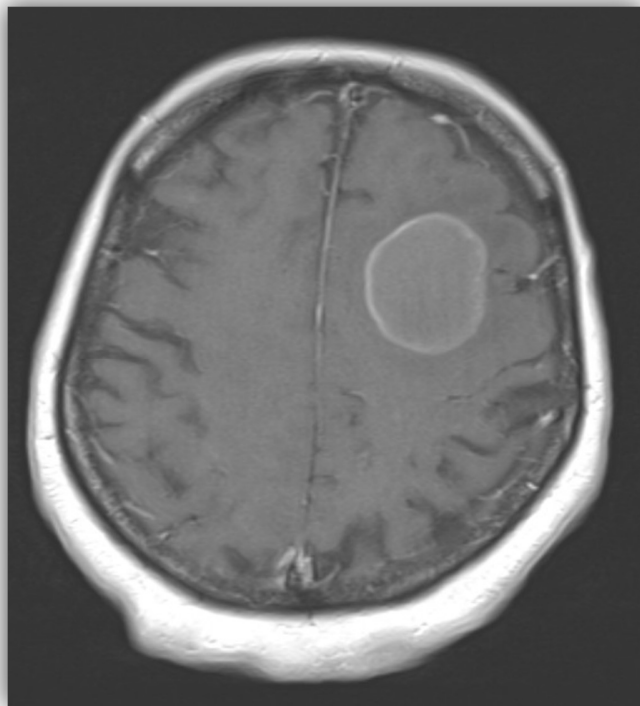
Einzeller Hirnmetastase (EHM) frontal links beim Patienten mit malignem Melanom im MRT.
